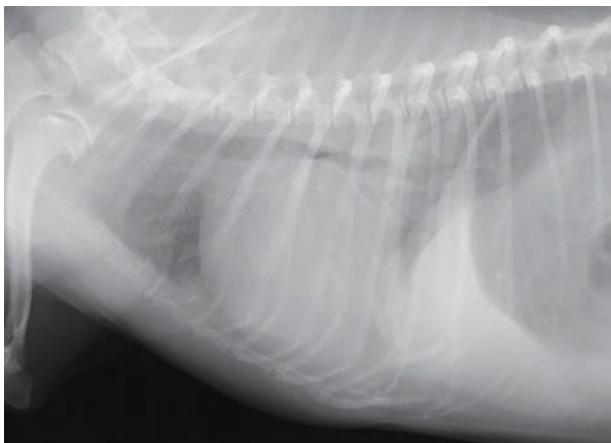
表2-症例1の胸部X線画像所見。びまん性浸潤影が認められた。心不全治療中に急性発症し、CRPの著明な増加(13.0mg/dL)を示し、ただちに酸素加冷温ICU管理を開始したが3日後に死亡。誤嚥性肺炎と診断した
